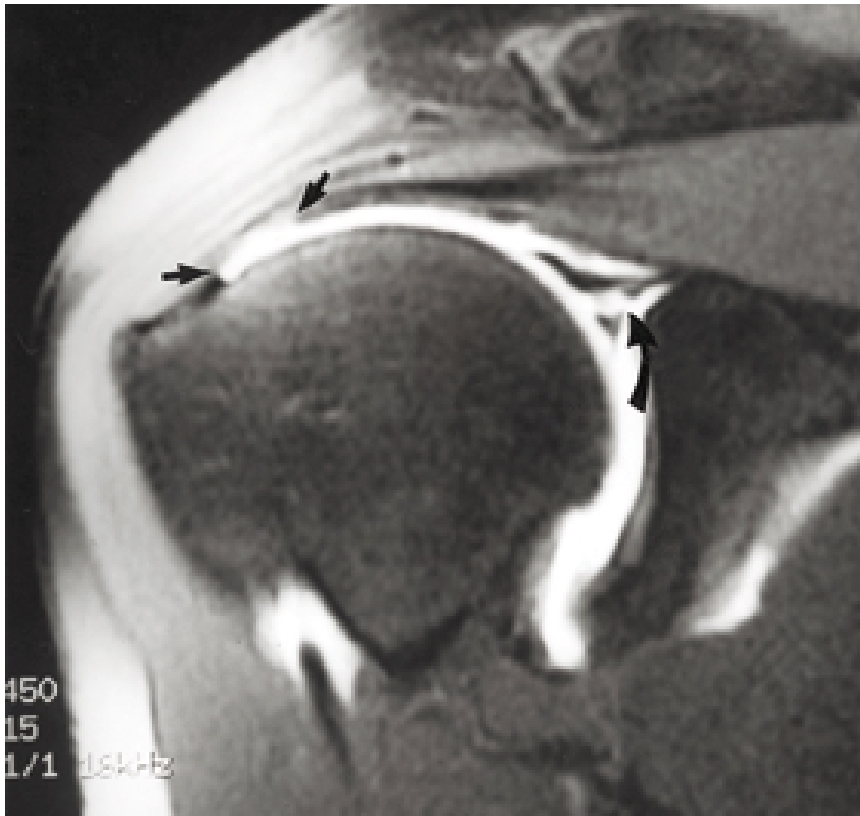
Déchirure du bourrelet supérieur : arthro-IRM de l'épaule droite et image coronale T1 montrant une fracture-avulsion et une déchirure (flèche courbe) du bourrelet supérieur (lésion de type SLAP : superior labral antero-posterior tear). Une déchirure partielle de la coiffe des rotateurs apparaît également (entre les deux flèches droites).
